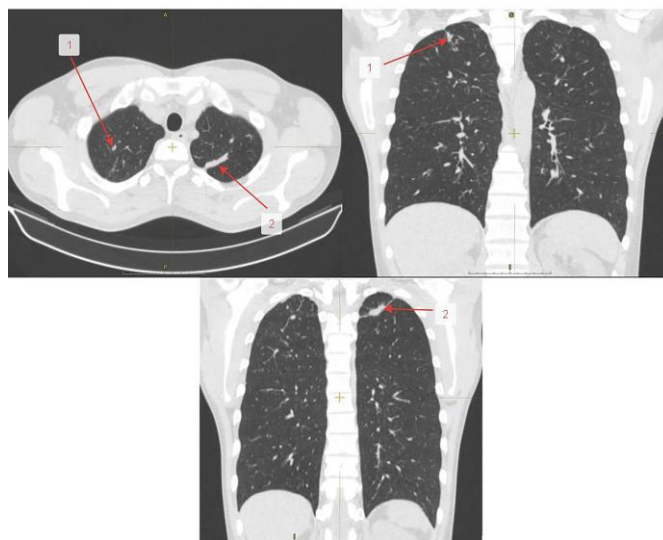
МСКТ ОГК от 10.11.2020г.: уменьшение размеров очагов и фокуса инфильтрации в 1-2 сегментах обоих легких, но сохранение деструкции в верхней доле справа. Стрелками указано: 1. – очаг с полостью распада в верхней доле справа; 2. – инфильтрат в верхней доле левого легкого
